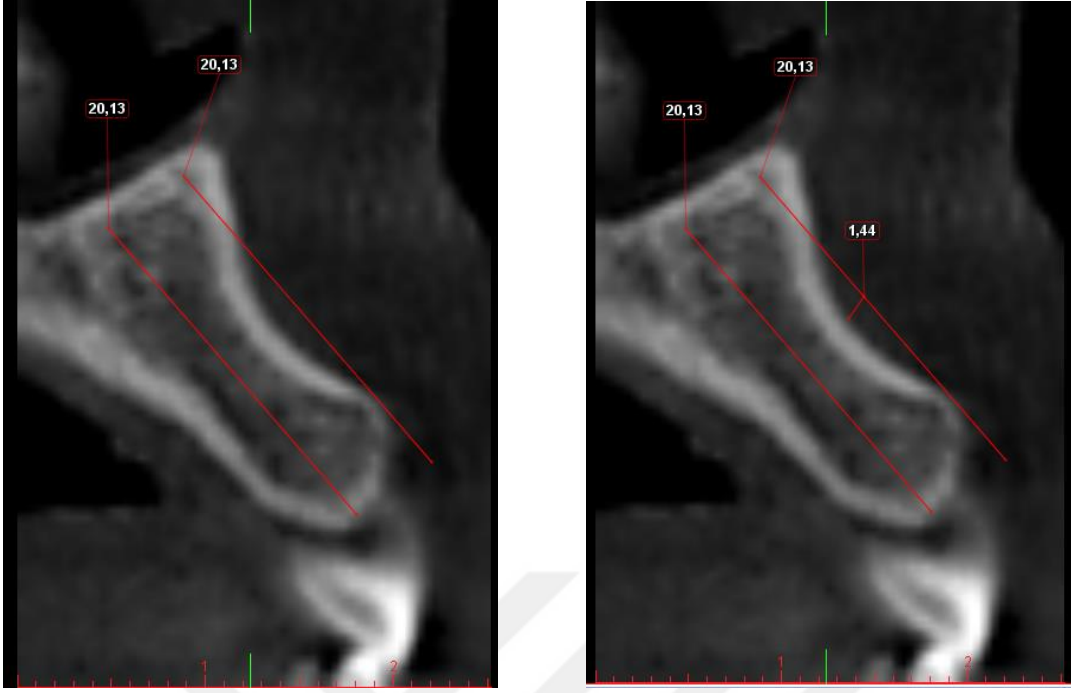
Konik ışıklı bilgisayarlı tomografi görüntüsünde cross-sectional kesitte maksilla sağ lateral-kanin arası bölgede koronal, orta ve apikal bukkal kortikal kemik kalınlığının belirlenmesi
